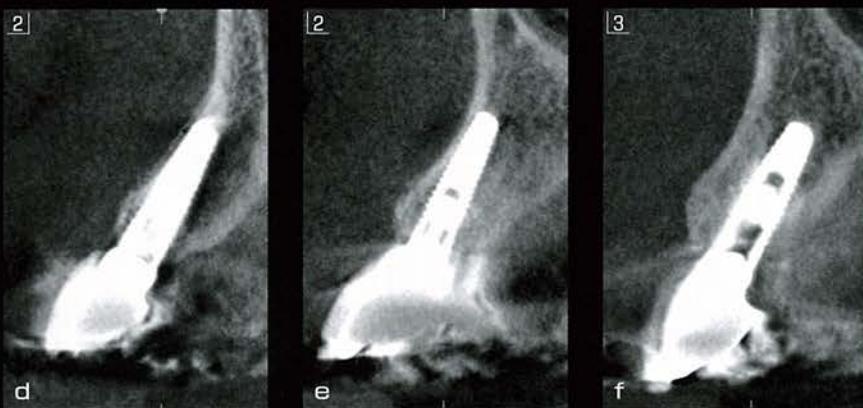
d~f 同 CT 矢状面観。2|部のインプラント根尖部付近がやや薄いが、ネック部の骨は 3 本とも安定していることが認められる。
